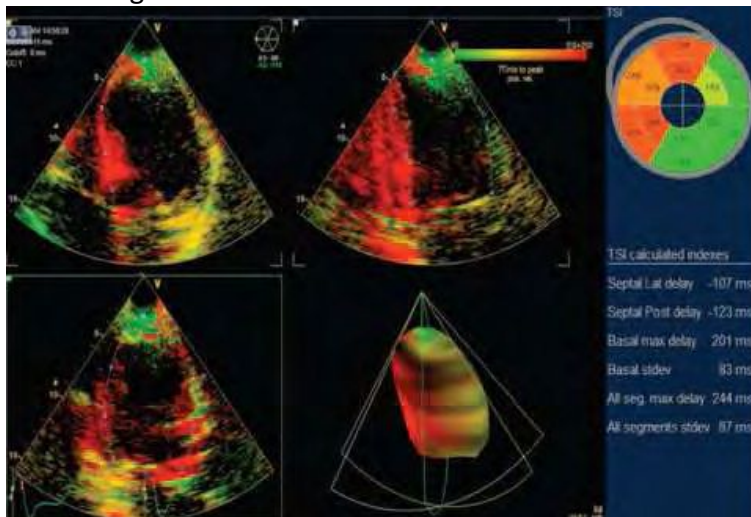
Estudio de resincronización mediante ecocardiografía 3D (tridimensional) basada en tissue synchronization imaging (TSI). La 3D tridimensional permite una apreciación rápida y sencilla de los segmentos con contracción retrasada, que están codificados en rojo. Se puede representar en formato de «ojo de buey» en una segmentación habitual de 12 segmentos basales y mediales con los tiempos de retraso relativo para cada segmento y los índices de asincronía.
